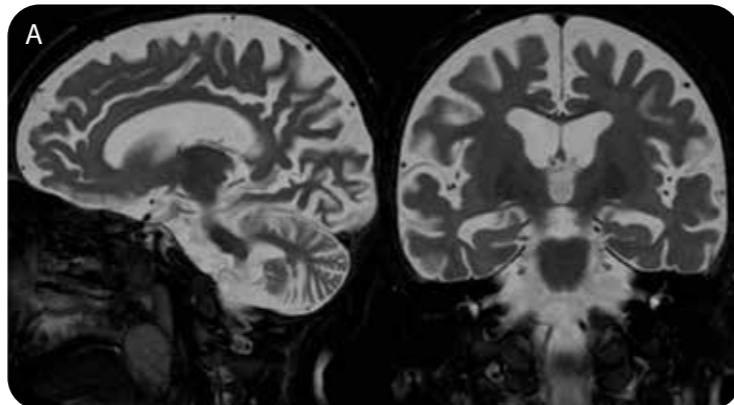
Cerebrale Magnetresonanztomographie (T2-Wichtung) bei einer Patientin mit spät-infantiler CLN2-Krankheit. A: Alter 3.5 J. B: Alter 5 J. Eine progrediente Atrophie der cerebralen und cerebellären grauen Substanz ist sichtbar.
